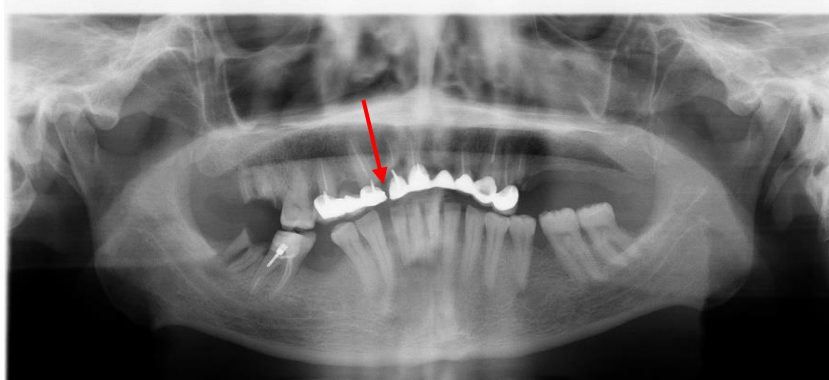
Radiographie panoramique mettant en évidence la fracture d'armature d'un bridge dento-porté en distal de la 12 (collection personnelle)
